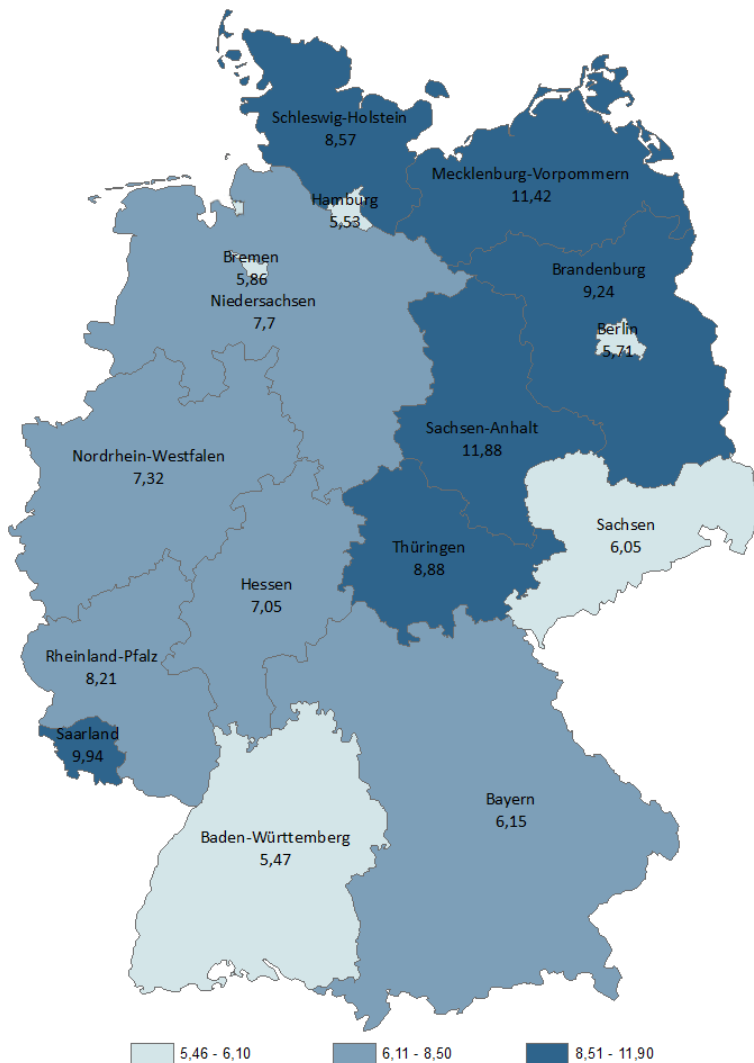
Verordnungsprävalenz auf Bundeslandebene bei weiblichen TK-Versicherten im Alter von 12 bis unter 16 Jahre im Jahr 2013 in Prozent
